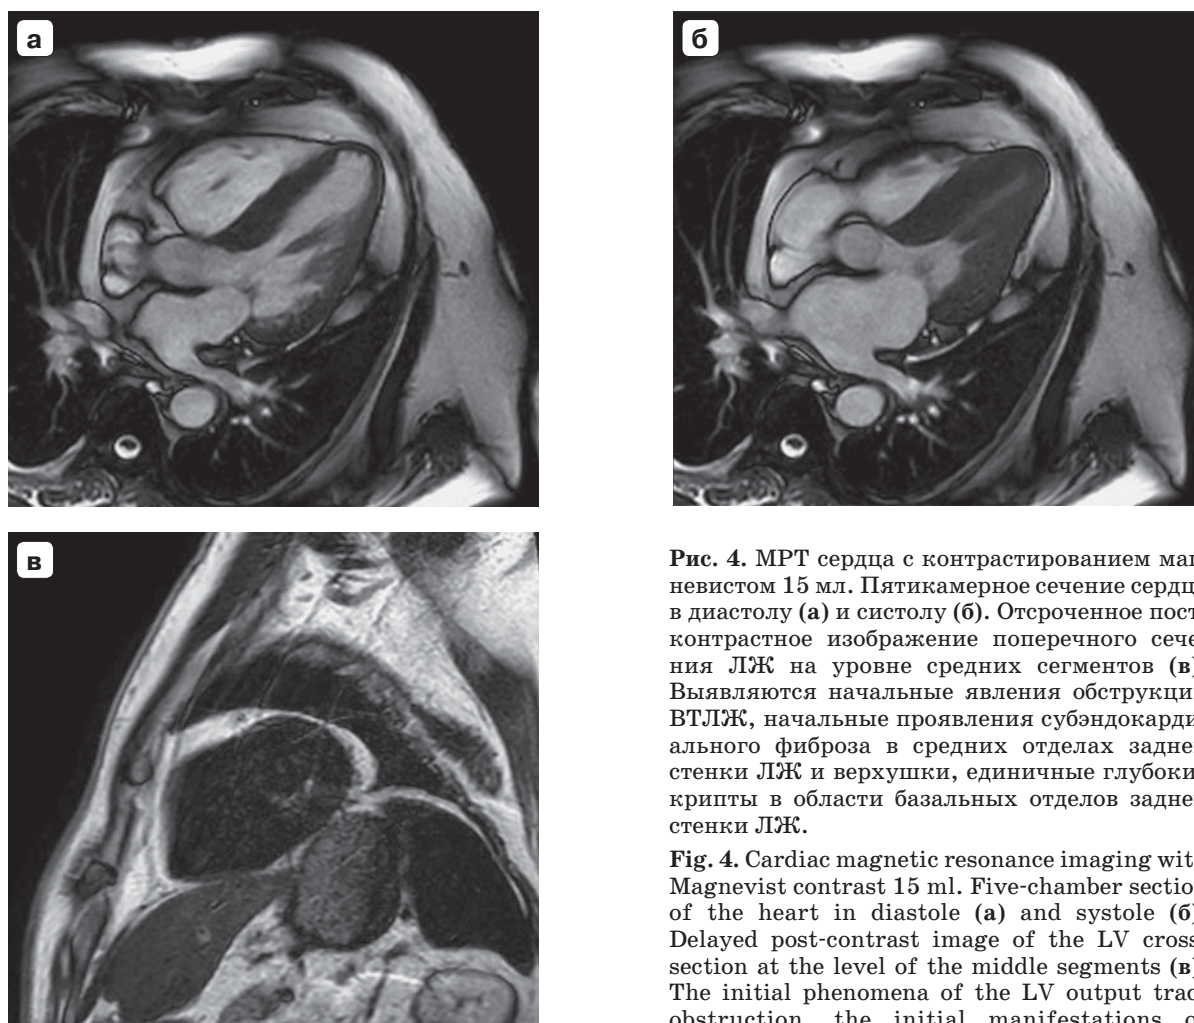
МРТ сердца с контрастированием магневистом 15 мл. Пятикамерное сечение сердца в диастолу (а) и систолу (б). Отсроченное постконтрастное изображение поперечного сечения ЛЖ на уровне средних сегментов (в). Выявляются начальные явления обструкции ВТЛЖ, начальные проявления субэндокардиального фиброза в средних отделах задней стенки ЛЖ и верхушки, единичные глубокие крипты в области базальных отделов задней стенки ЛЖ.
